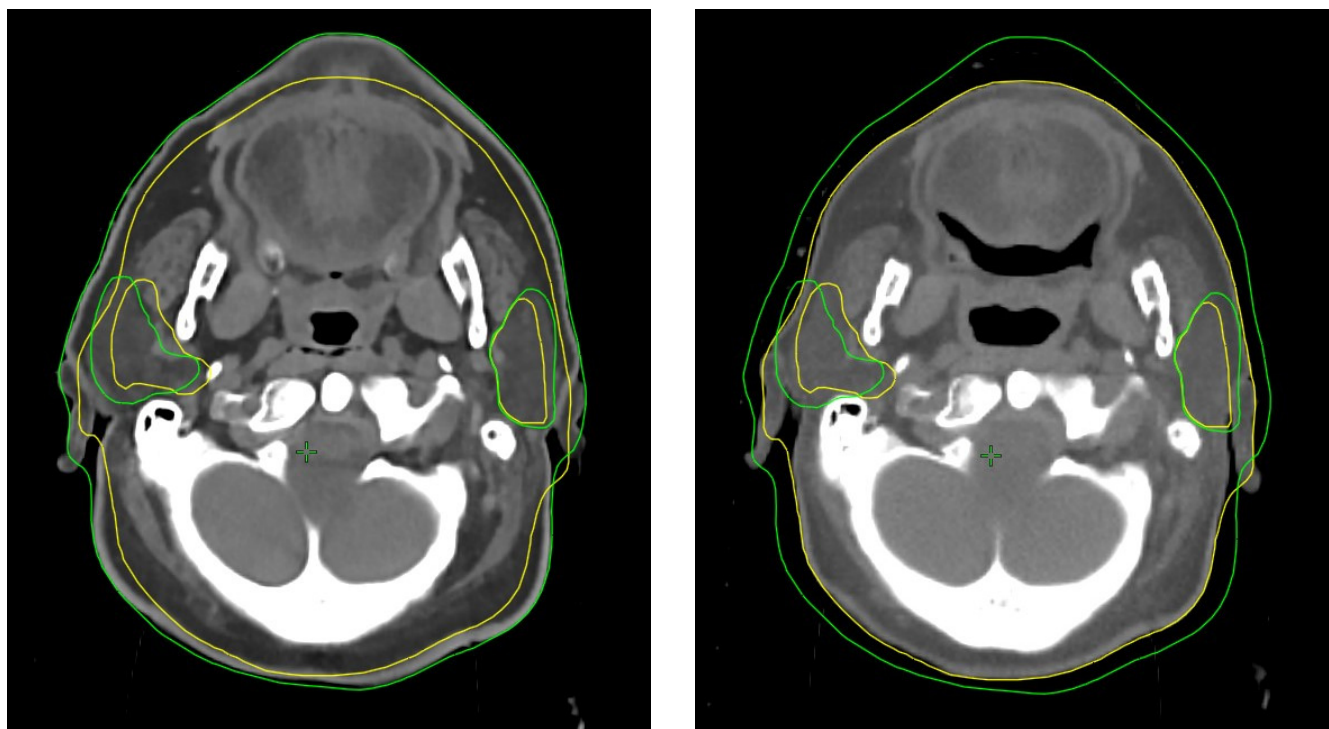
Пример потери массы тела по данным КТ одного и того же пациента: а) зеленые линии – исходные данные КТ; б) желтые линии – адаптивные данные КТ
